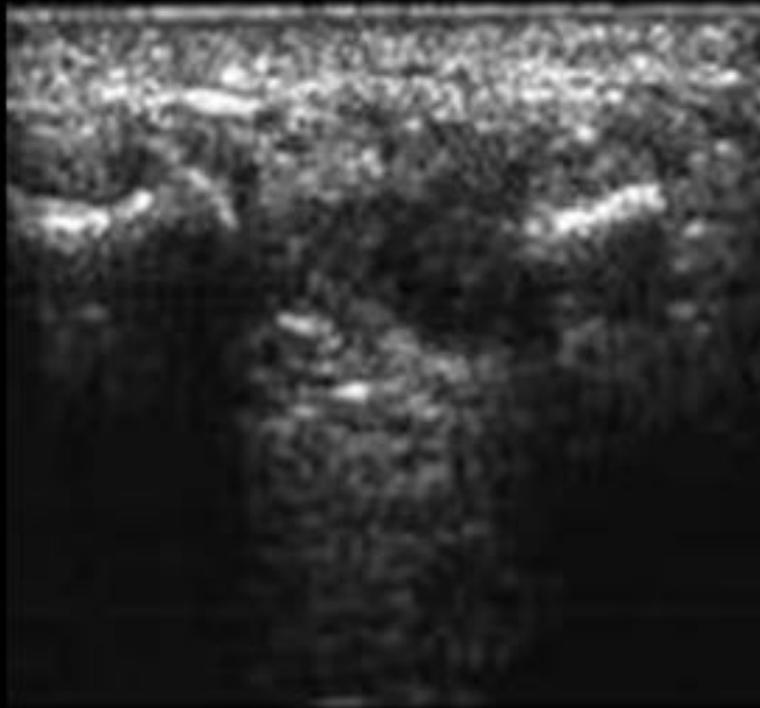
Ecografía con imagen de neuroma de Morton.
